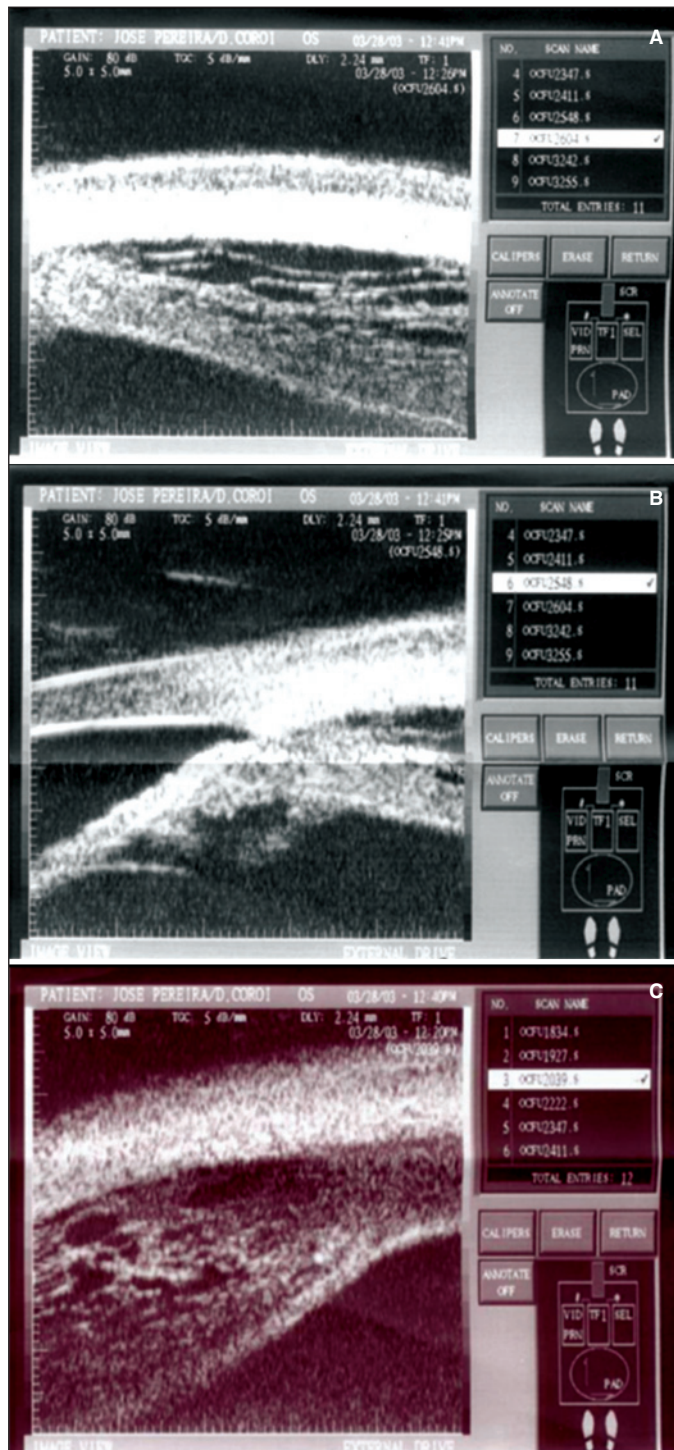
Ultra-sonografia biomicroscópica do olho direito: A) Observa-se espessamento do corpo ciliar; B) Descolamento e edema do corpo ciliar; C) Espessamento (edema) do corpo ciliar
